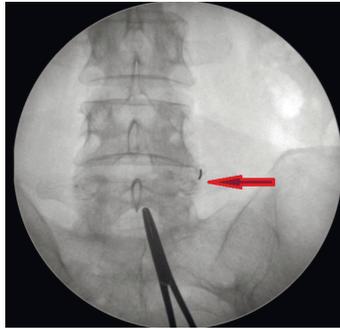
Селективный блок правого дугоотростчатого сустава L4-L5. Рентгенограмма поясничного отдела позвоночника в прямой проекции. Игла установлена в место соединения правого поперечного отростка и правого верхнего суставного отростка L5 позвонка.
